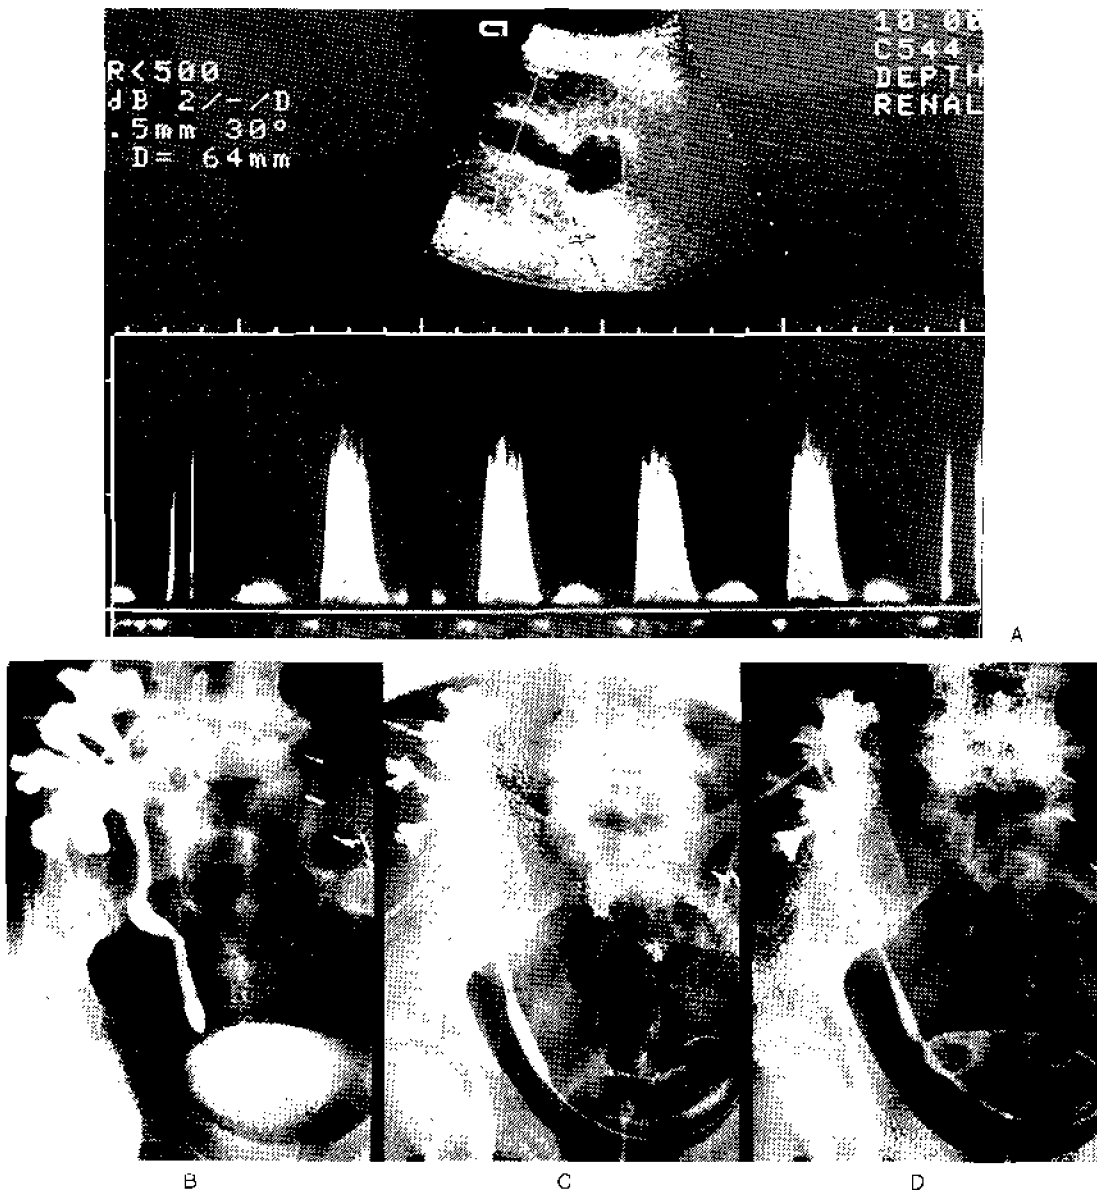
A) Altération progressive de la fonction rénale chez un patient transplanté depuis 6 semaines. L'échographie bidimensionnelle montre une dilatation du bassin, de la tige calicelle et d'un calice supérieur; le tracé Doppler pulsé obtenu au niveau d'une artère interlobaire montre un index de résistance élevé secondaire à une chute du flux diastolique, traduisant l'augmentation des résistances intrarénales.
